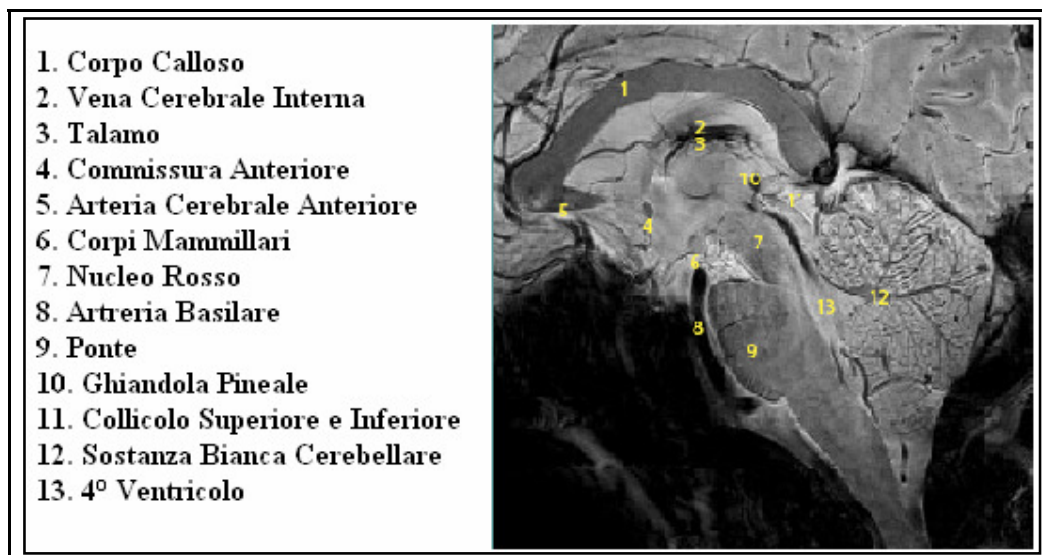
Strutture cerebrali profonde visualizzate ad altissima risoluzione con macchinario RM a 7T
